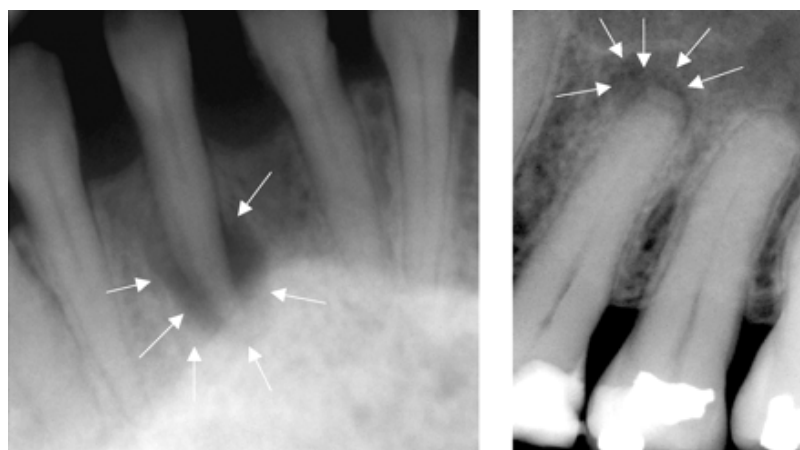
Infección dental periapical
